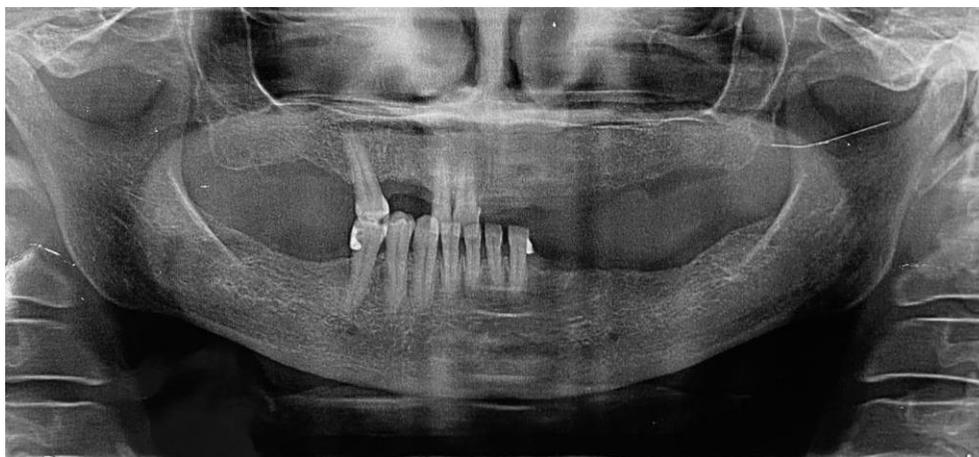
Radiografia pré-operatória. Observe a agulha no espaço pterigomandibular esquerdo.
